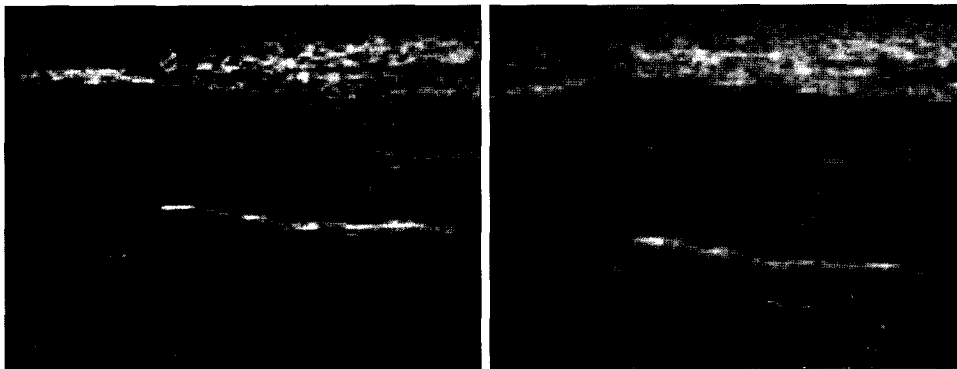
Ultrasonograms of the masseter muscle during relaxation and clenching.
